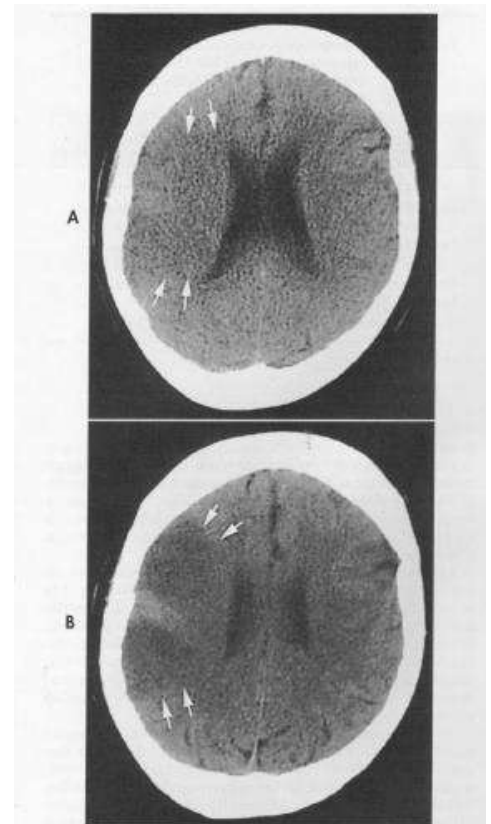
A, TC realizada 2 horas y 50 minutos después de una oclusión extensa de la arteria cerebral media. Existen cambios isquémicos precoces sutiles, incluyendo pérdida de la superficie de contacto entre la sustancia gris y la blanca (flechas), así como una ligera evidencia de borramiento de los surcos. B, TC del mismo paciente alrededor de 8 horas después del inicio de los síntomas, que muestra hipodensidad aguda (flechas) y un borramiento de los surcos.
